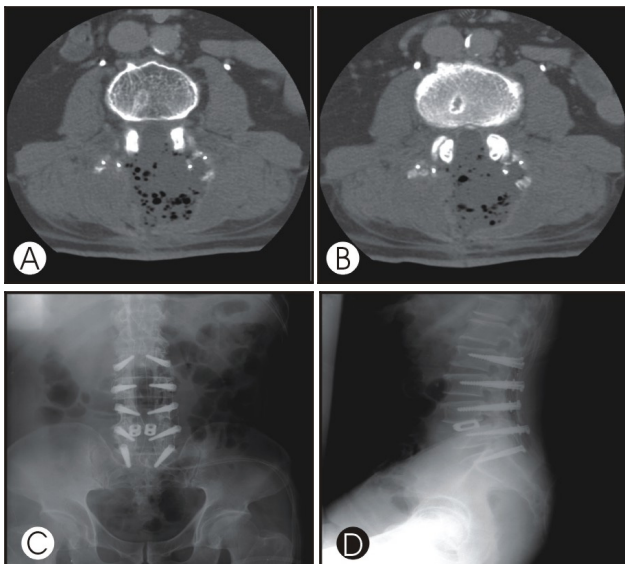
54 years old male patient who underwent a pedicle screw fixation with Graf system at L2-L3-L4-L5-S1 and posterior lumbar interbody fusion at L4-5 with Varilift cage had deep wound infection at operation site. Axial cutting CT images with enhance show abscess formation at operation site. L4 (A) and L5 (B) body level axial cutting images show abscess formation at posterior to dural sac. This patient underwent wide incision and debridement of necrotic tissue and as a final step of revision surgery, the authors inserted the irrigation catheters for post-operative closed continuous irrigation. Anterior-posterior plain X-ray image of the lumbar and sacral vertebrae after revision surgery shows Graf pedicle screws, cage, and closed continuous irrigation catheters (C). Lateral plain X-ray image of the lumbar and sacral vertebrae also shows closed continuous irrigation catheters (D).
